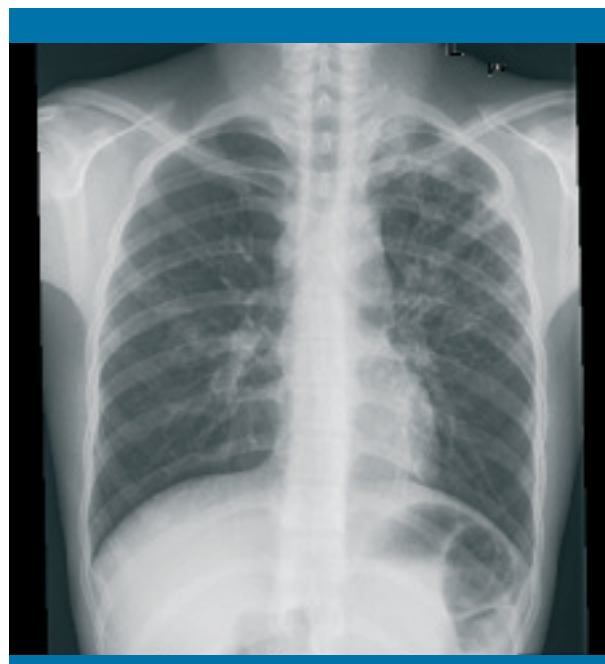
Radiografía posteroanterior de tórax. Infiltrado intersticial en el lóbulo superior izquierdo, con cavidad de paredes gruesas en el vértice pulmonar izquierdo, que sugiere una tuberculosis cavitada
